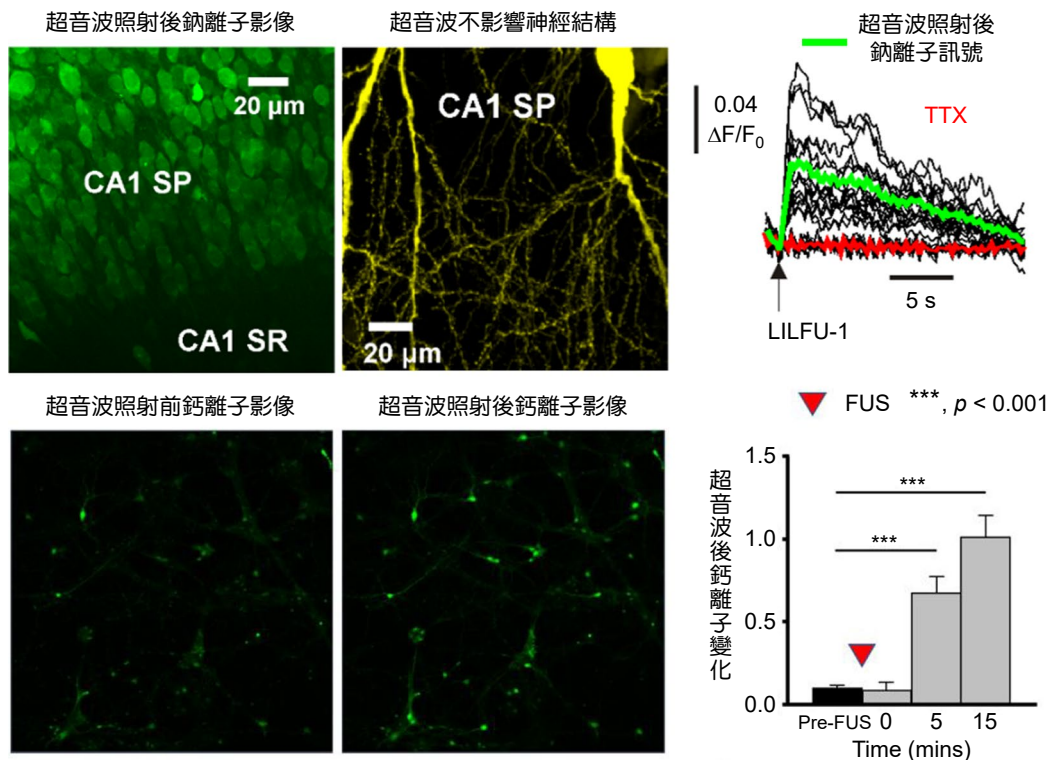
超音波於安全參數照射初級神經元後造成的可逆鈉離子訊號⁽⁶⁾；以及細胞經超音波刺激後造成神經細胞內的鈣離子累積⁽⁷⁾。
